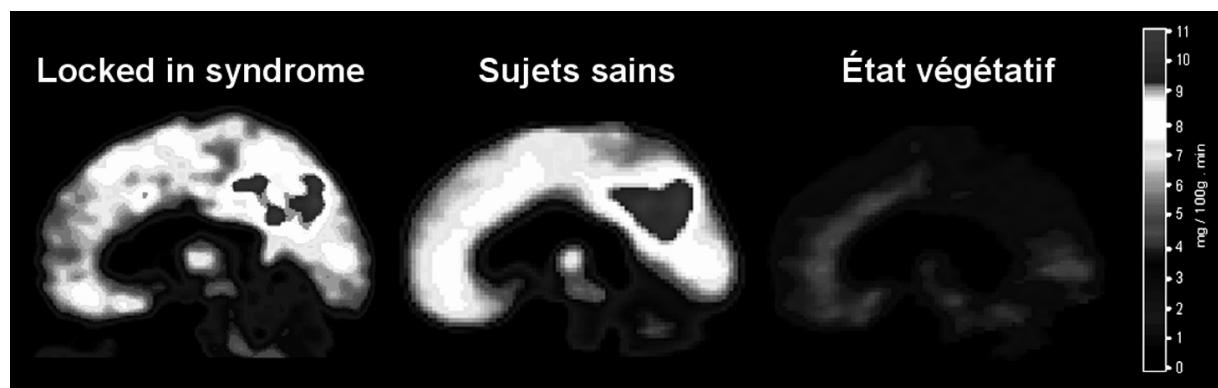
Tomographie à Emission de Positons (TEP) illustrant le métabolisme cérébral quasi intact chez 5 patients en «Locked-In Syndrome» par rapport au métabolisme cérébral observé chez des volontaires sains (n=110). Notons un métabolisme cérébral significativement plus élevé chez des patients LIS comparés à des patients en état végétatif (n=33). L'échelle de couleur montre la quantité de glucose métabolisé par 100 g de tissu cérébral par minute (11).
